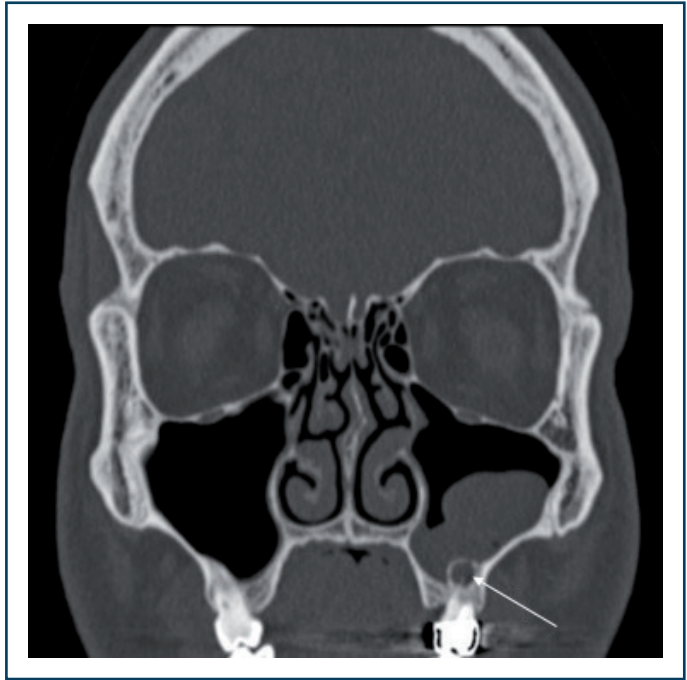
Granulome péri-apical molaire avec réaction muqueuse maxillaire (TDM).
